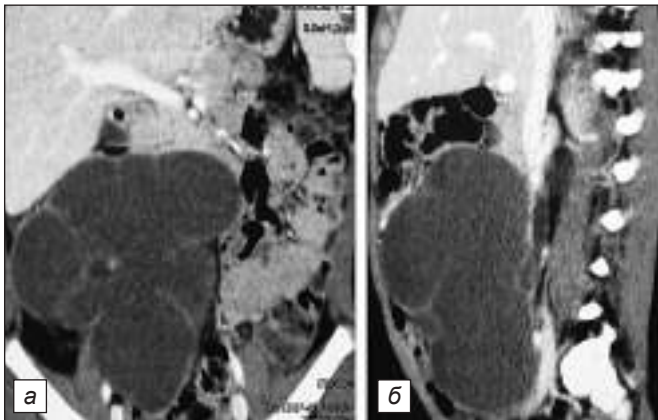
КТ пациентки с ретроперитонеальной лимфатической мальформацией: *а* – определяется кистозное объёмное образование, неправильной формы, с чёткими контурами. Образование компримирует правый мочеточник, оттесняет петли кишечника, спускается в полость малого таза. Питающий образование сосуд, диаметром до 1 мм, отходит от абдоминальной части аорты. Капсула образования отчётливо накапливает контрастное вещество; *б* – определяется многокамерное кистозное образование неправильной формы, расположенное преимущественно за петлями кишечника, большая часть в эпигастральной области слева, распространяющаяся до правого латерального канала в полость малого таза. Стенка образования активно коптит контрастное вещество, содержимое не контрастируется.
